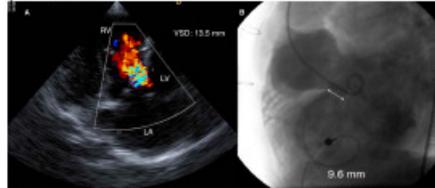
Residual ventricular shunt in patient with d-TGA post Rastelli operation. Panel A: Echocardiogram is demonstrating a patch leakage with LV-to-RV shunt, sized 13.5mm. Panel B: Left ventriculogram in left anterior oblique view is showing a significant ventricular shunt, sized 9.6mm.
